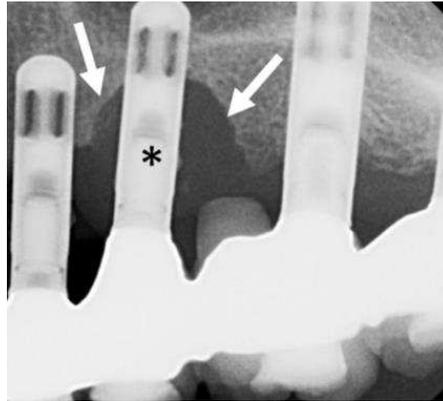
A radiografia mostra a reabsorção óssea ao redor do implante (setas)
